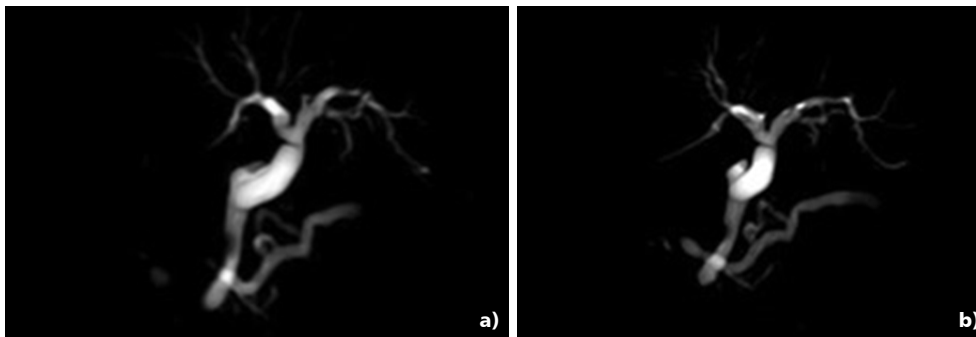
a y b. Colangiografía por resonancia magnética. Dilatación del conducto dorsal que por el conducto de Santorini desemboca a papila menor.
